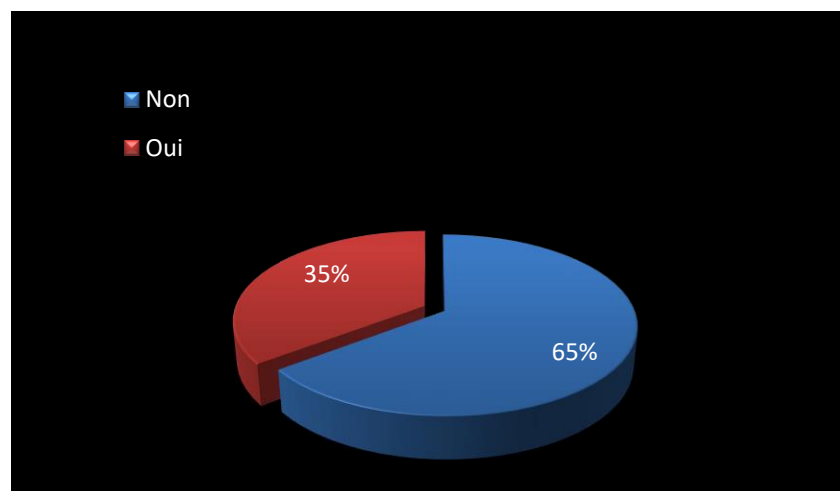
Répartition selon la présence ou non de l'hyperhémie pariétale au Doppler
